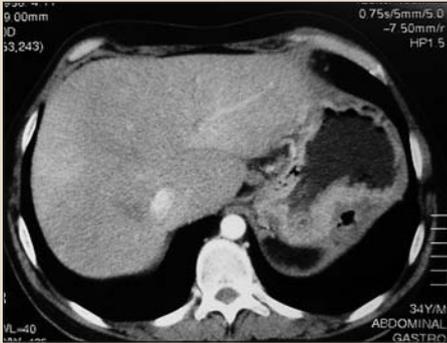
Tomografía computarizada abdominal con contraste en la que se observa la presencia de varices perigástricas secundarias a trombosis del eje espleno-mesentérico.
